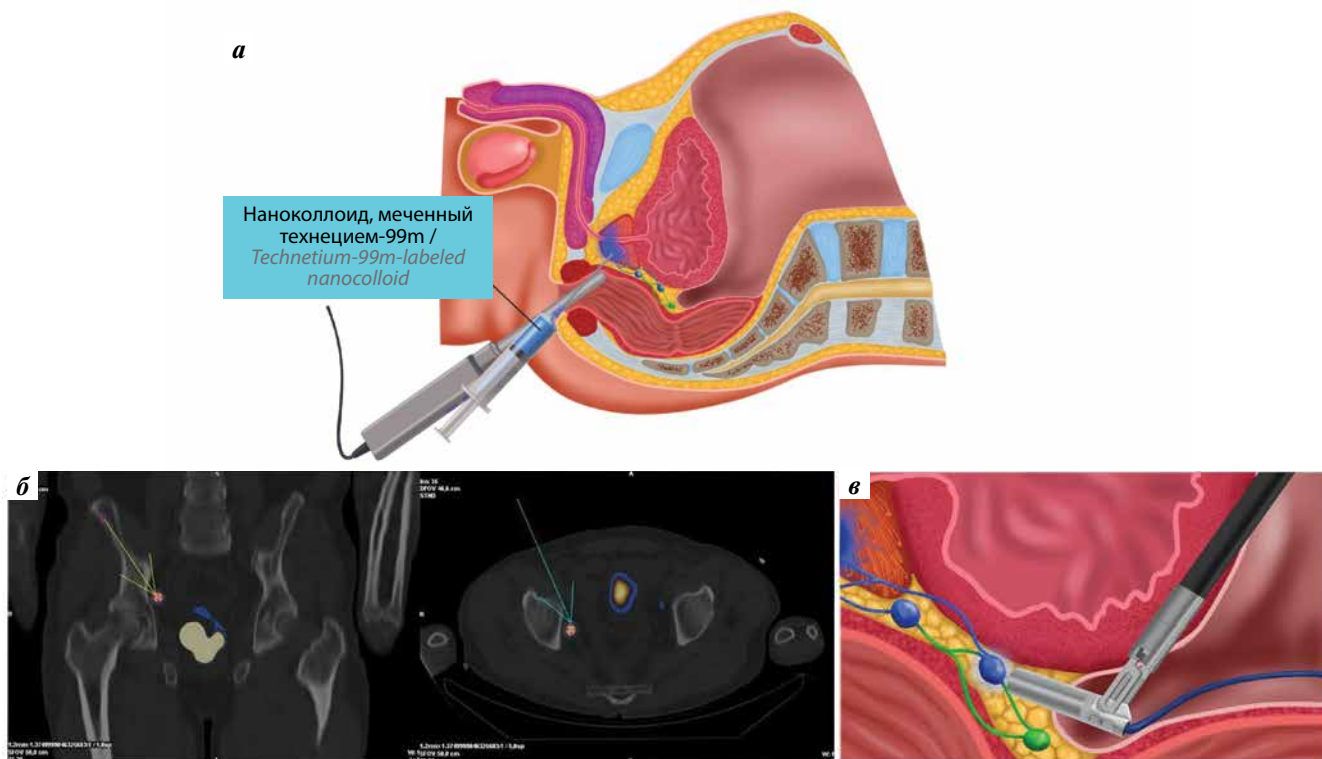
Применение нанокolloида, меченного технецием-99т: а — под контролем трансректального ультразвукового датчика вводится нанокolloид, меченный технецием-99т, в ткань предстательной железы; б — через 4–5 ч выполняется однофотонная эмиссионная компьютерная томография, стрелками отмечен лимфатический узел, накапливающий радиокolloид; в — с помощью гамма-зонда осуществляется детекция сторожевых лимфатических узлов
